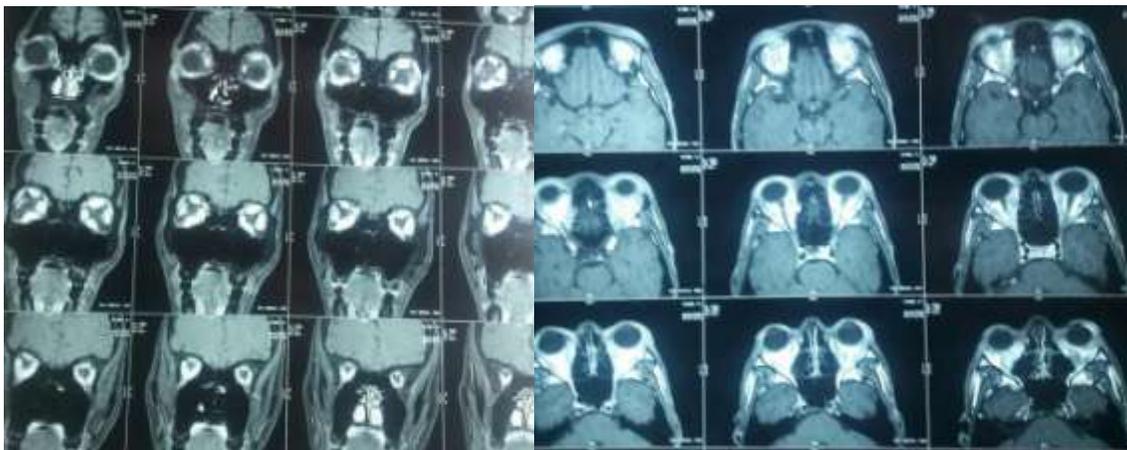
Aspect d'une IRM cranio-orbitaire en faveur d'une orbitopathie dysthyroïdienne : élargissement bilatéral des muscles droits inférieure, médiale et latérale avec respect des tendons et hypertrophie de la graisse orbitaire.
